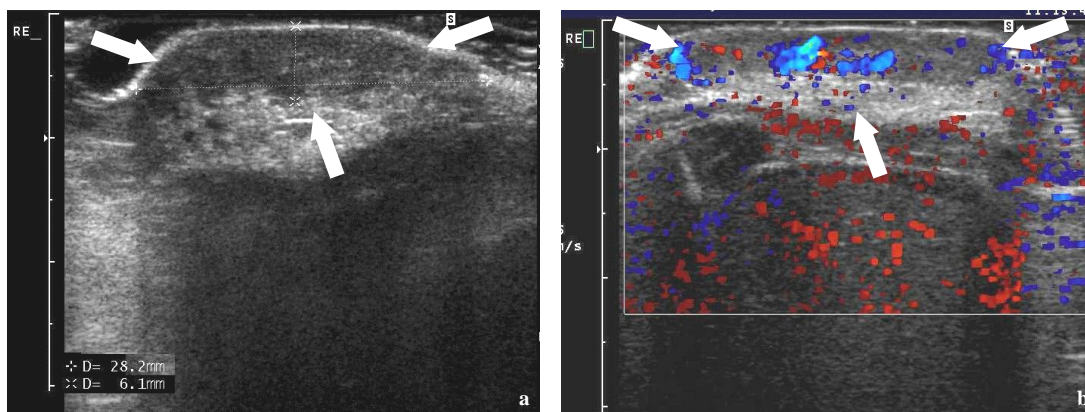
Kutan gelegenes High-Flow-Hämangiom am rechten Rippenbogen: Befund der B-Bild-Sonographie (a) und Dopplersonographie (b).
